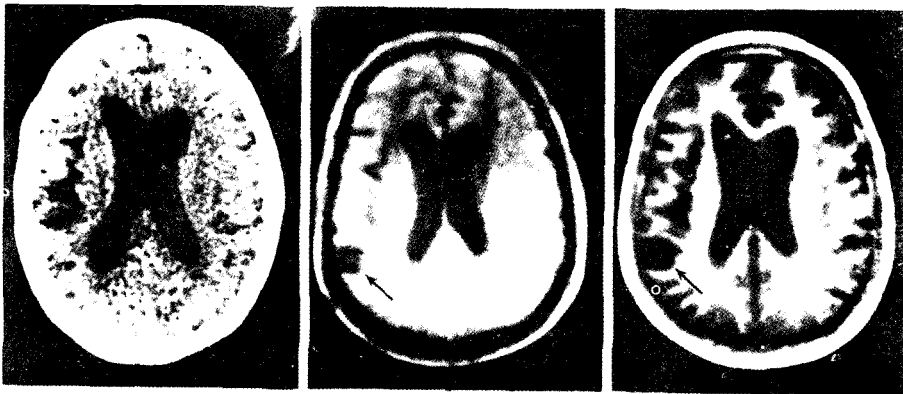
結核性膿瘍 (tuberculous abscess) A. 조영증강 CT, B. IR<sub>1400/400</sub>, C. IR<sub>1400/400</sub> 의 7 개월후의 追跡走査 (결핵성농양부가 long T<sub>1</sub>으로 나타나며 종괴가 뚜렷히 보일뿐 아니라 chemotherapy 후 추적주사시 치료경과를 알수 있다)
